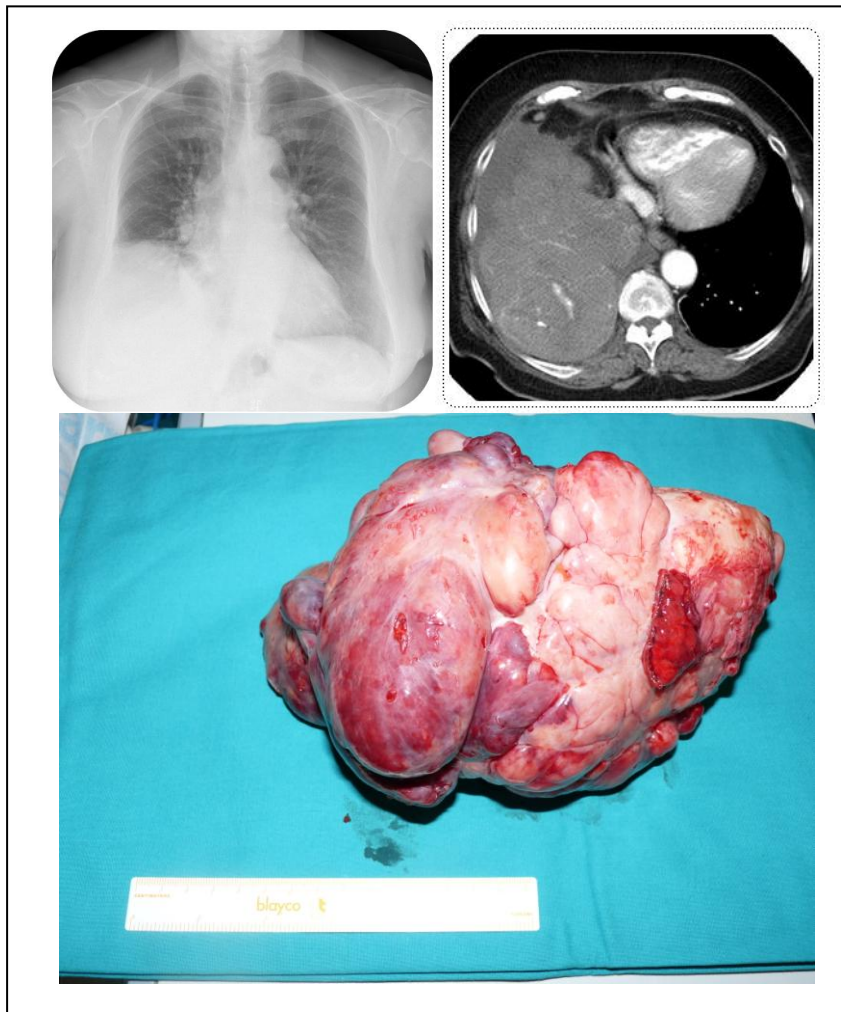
Tumor fibroso pleural solitario maligno como diagnóstico diferencial con eventración o hernias diafragmáticas. Figuras superiores: Radiografía PA de tórax efectuada tres años antes de la consulta a cirugía torácica en una paciente de 73 años que refería disnea progresiva. Fue interpretada por sus médicos como una eventración diafragmática, y se indicó oxigenoterapia domiciliaria y conducta expectante. Corte axial de TC torácico realizada a la misma paciente después de tres años de evolución desfavorable. Se observa el crecimiento de una masa polilobulada y heterogénea (con aéreas de necrosis) que ocupa el tercio inferior del espacio pleural derecho. Ante estos hallazgos, es remitida al Servicio de Cirugía Torácica del Hospital de Albacete donde se decide resección quirúrgica.
